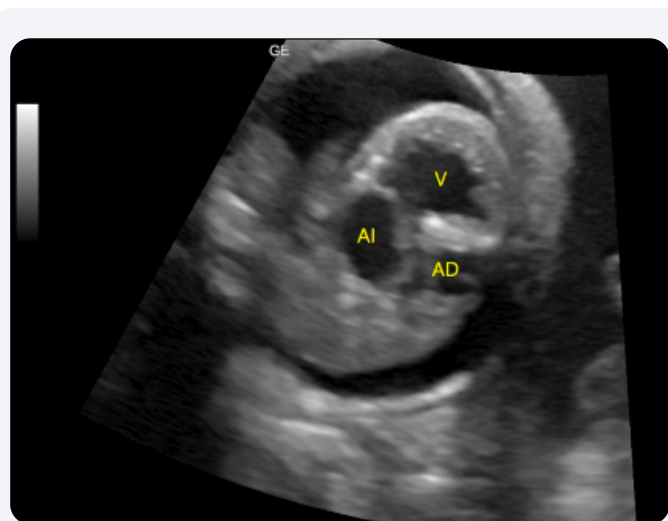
Ultrasonido obstétrico. Corte transversal del tórax fetal. Se observa ausencia de la imagen típica de las cuatro cavidades cardíacas, con una única cavidad ventricular de morfología izquierda y paredes engrosadas. AI: aurícula izquierda; AD: aurícula derecha; V: ventrículo.
